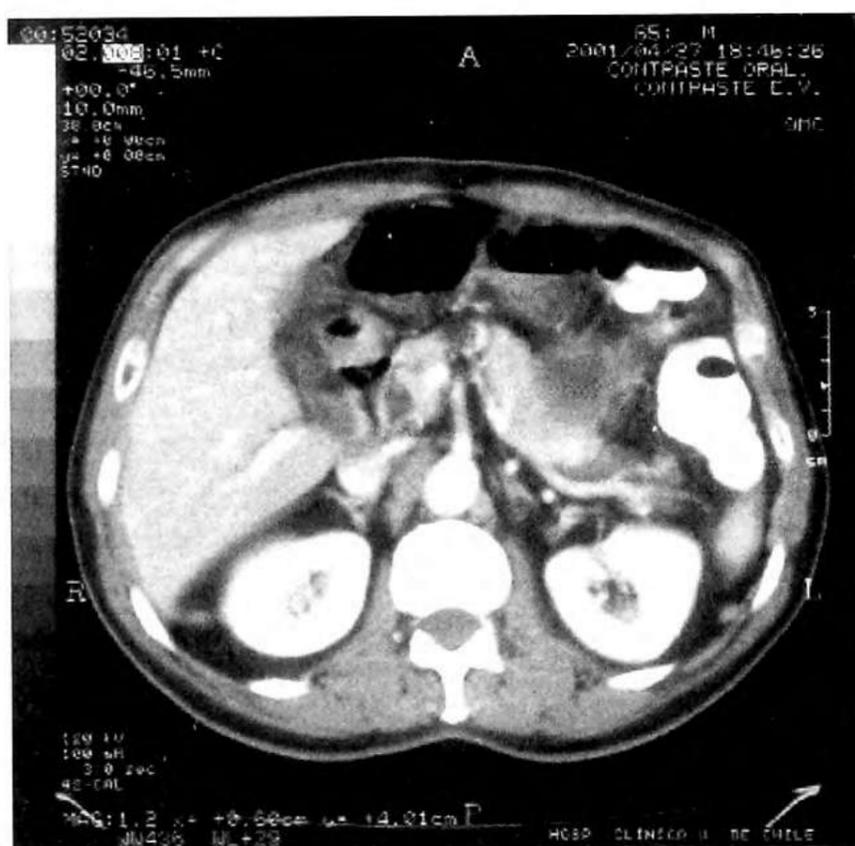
TAC de abdomen del paciente, muestra engrosamiento de la pared del cuerpo y antro del estómago (flecha)
